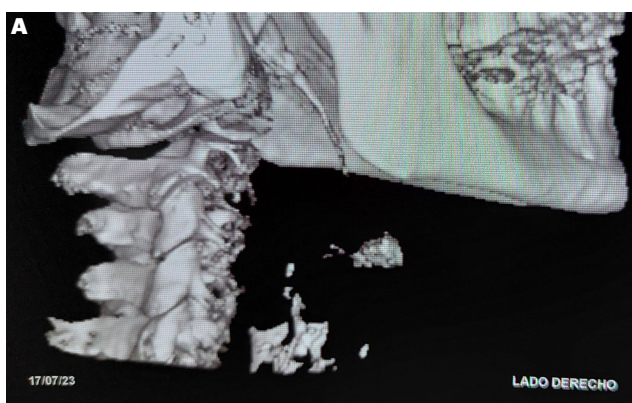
Tomografías computadas con reconstrucción 3D que permiten evidenciar la elongación de las apófisis estiloides de aproximadamente 60 mm de longitud en ambos lados. A. Lado derecho. B. Lado izquierdo.
